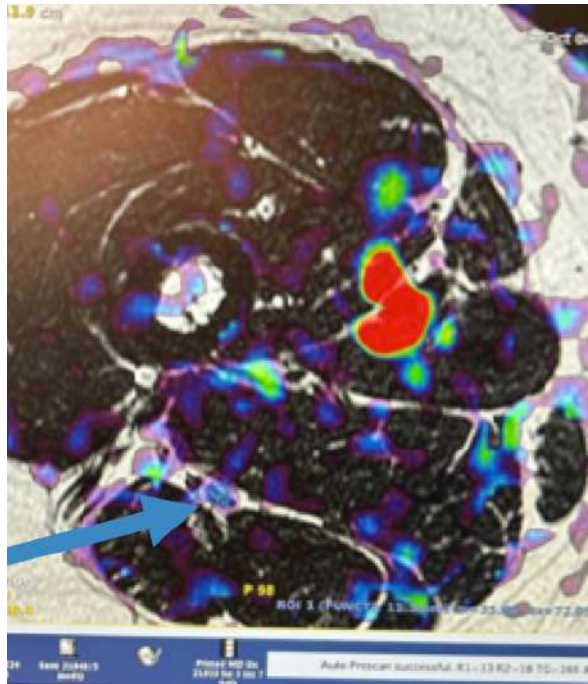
Измерение перфузии седалищного нерва у подростка с сахарным диабетом 1 типа (ASL)
